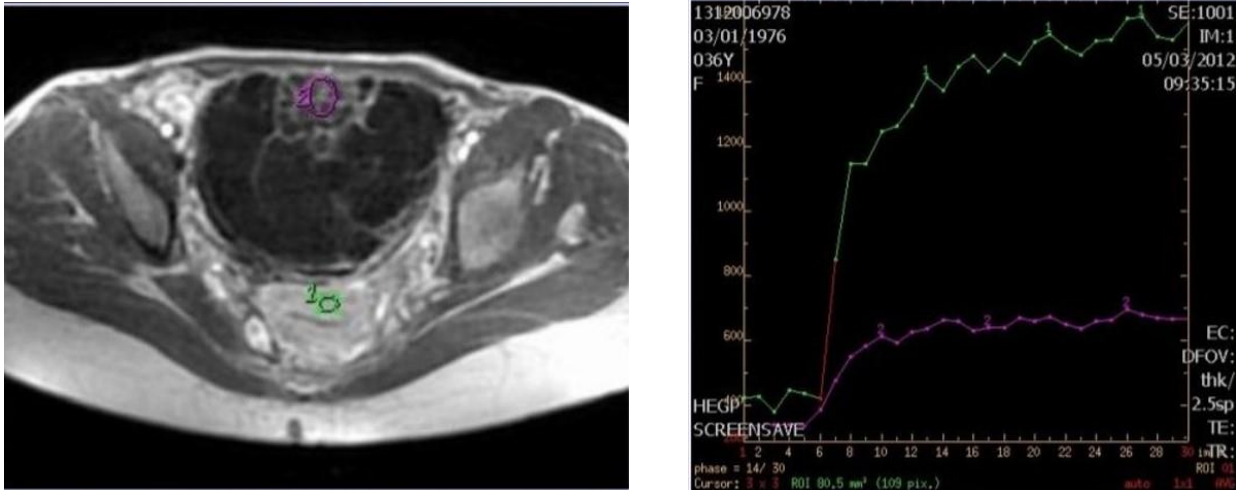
IRM de perfusion montrant la courbe de rehaussement type 2 [89]
